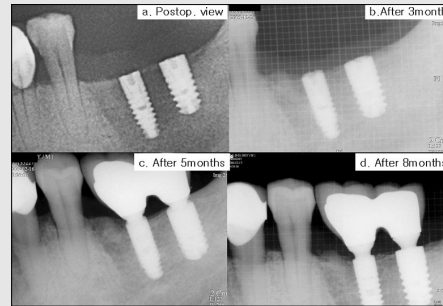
Radiographic Follow up view
